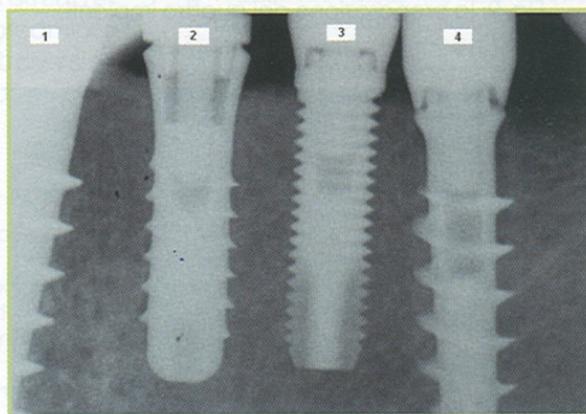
radiografia endorale.
